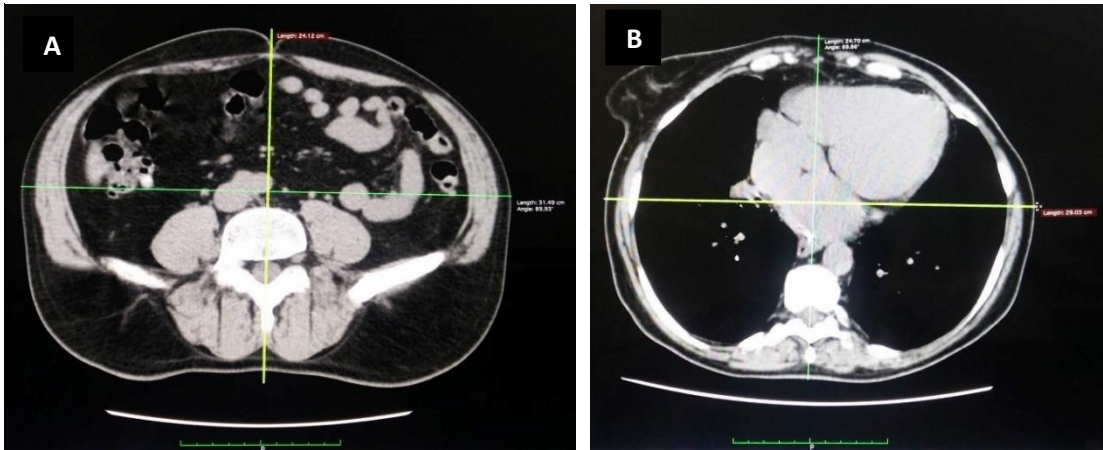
Medição das dimensões AP e lateral efetuadas ao nível das cristas ilíacas para TC abdominal (A) e do apêndice xifóide para TC tórax (B)
